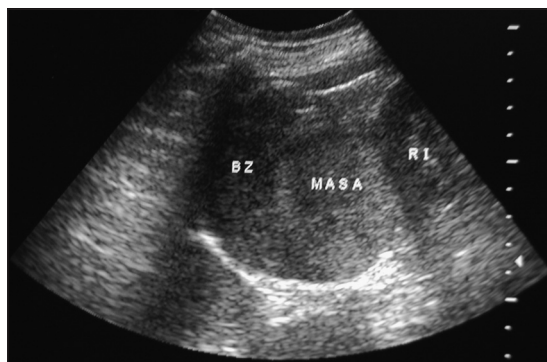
Ultrasonido abdominal que muestra masa en posición suprarrenal y sus relaciones con el riñón izquierdo y el bazo (BZ: Bazo, RI: Riñón izquierdo).
